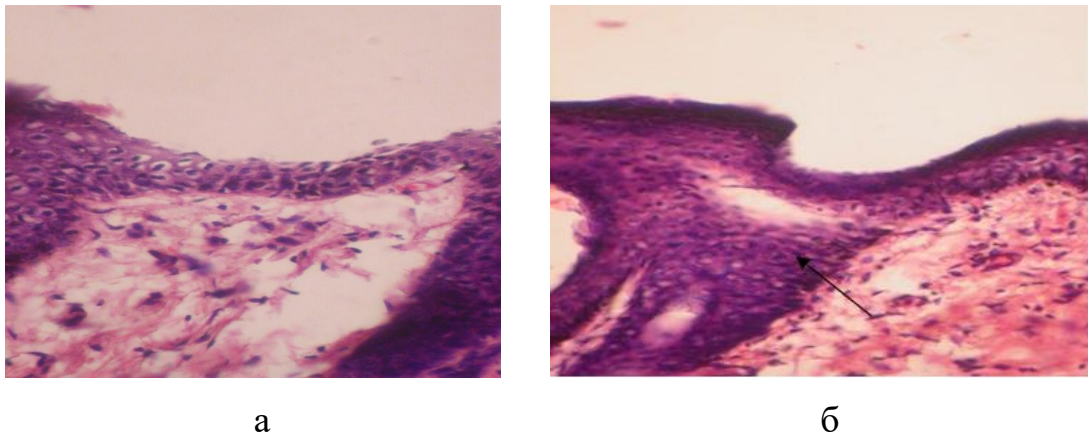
Шкіра морської свинки, група НфСи/кр. Стоншена ділянка епідермісу, вакуольна дистрофія клітин шипуватого шару, набряк сосочкового шару дерми (а). Спонгіозний пузир в епідермісі (стрілка) (б).
